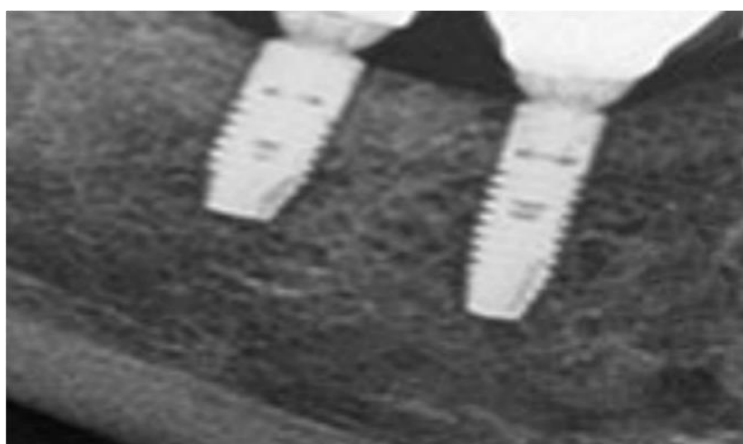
Пациент 2-й группы, ортопантомограмма спустя год после установки постоянной конструкции
